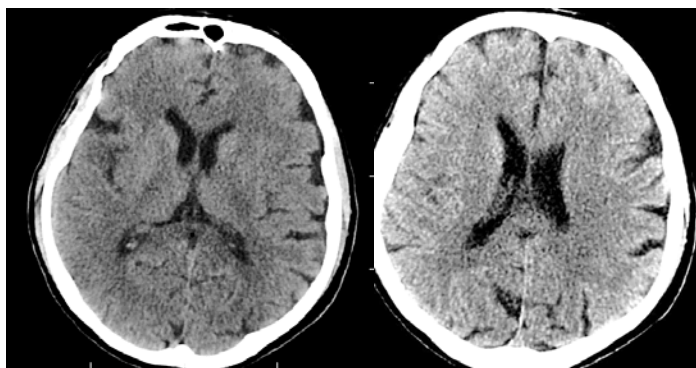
КТ головного мозга: ишемических изменений не выявлено
